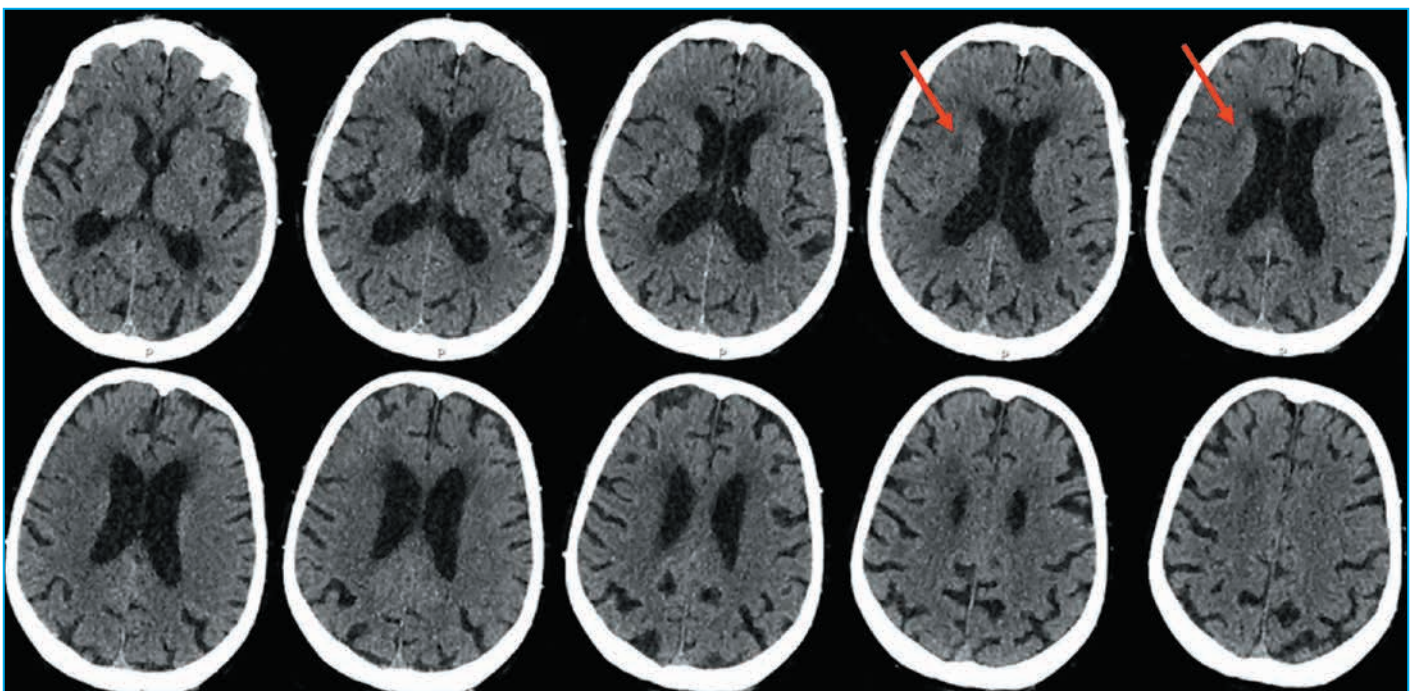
Данные КТ головного мозга пациентки 1.
